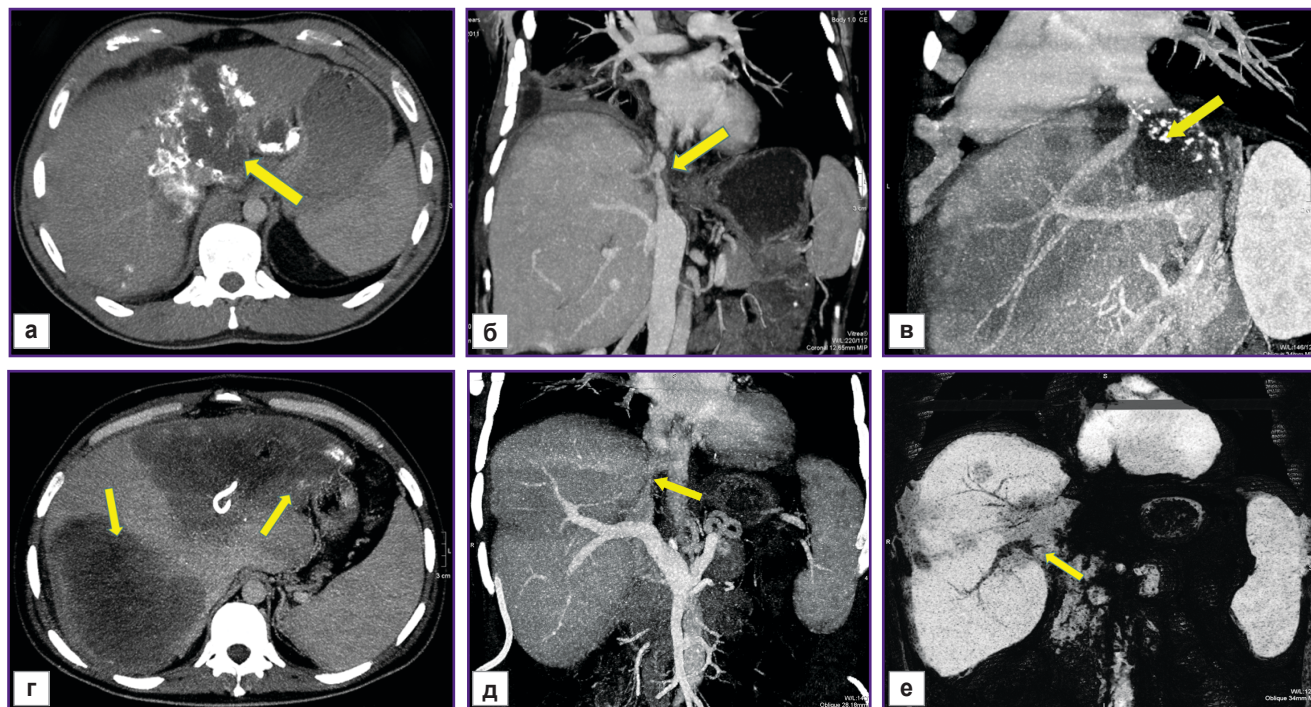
КТ-картина нерезектабельного альвеококкоза печени: а — паразитарное поражение печени с инвазией конfluence печеночных вен, нижней полой вены (НПВ), левой долевой воротной вены; б — паразитарное поражение печени с инвазией НПВ на уровне ее впадения в правое предсердие; в — паразитарное поражение печени с инвазией конfluence печеночных вен и НПВ; г — паразитарное поражение обеих долей печени с распространением на кавальные ворота, вовлечением печеночных вен, правой и левой портальных вен, НПВ, левой печеночной артерии, правого надпочечника, инвазией правой почки; д, е — паразитарное поражение печени с поражением кавальных ворот печени, вовлечением печеночных вен, НПВ, правой портальной вены, правой печеночной артерии, бифуркации внутрипеченочных желчных протоков, магистральных сосудов, антрального отдела желудка
